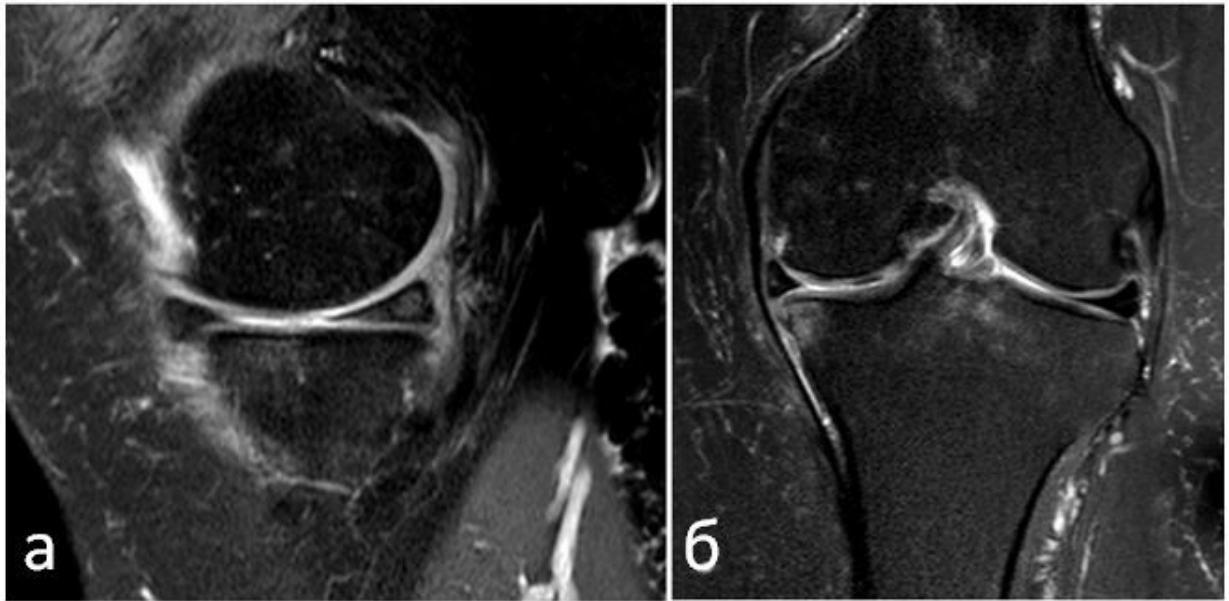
МРТ коленного сустава (режимы PD-FS-ВИ в сагиттальной (а) и корональной (б) проекциях). Спустя 3 месяца от начала лечения визуализируется консолидация перелома, но сохраняется незначительный субхондральный отек костного мозга
